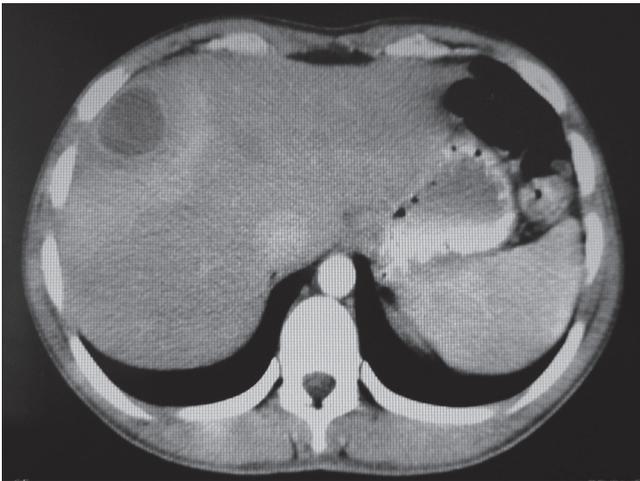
TAC de abdomen con contraste: lesión focal hipodensa de contornos redondeados de pared gruesa bien definida que realza con el medio de contraste en el segmento VIII del hígado, y con diámetros de 35 x 30mm y de localización alta subfrénica. (12-07-2010).
